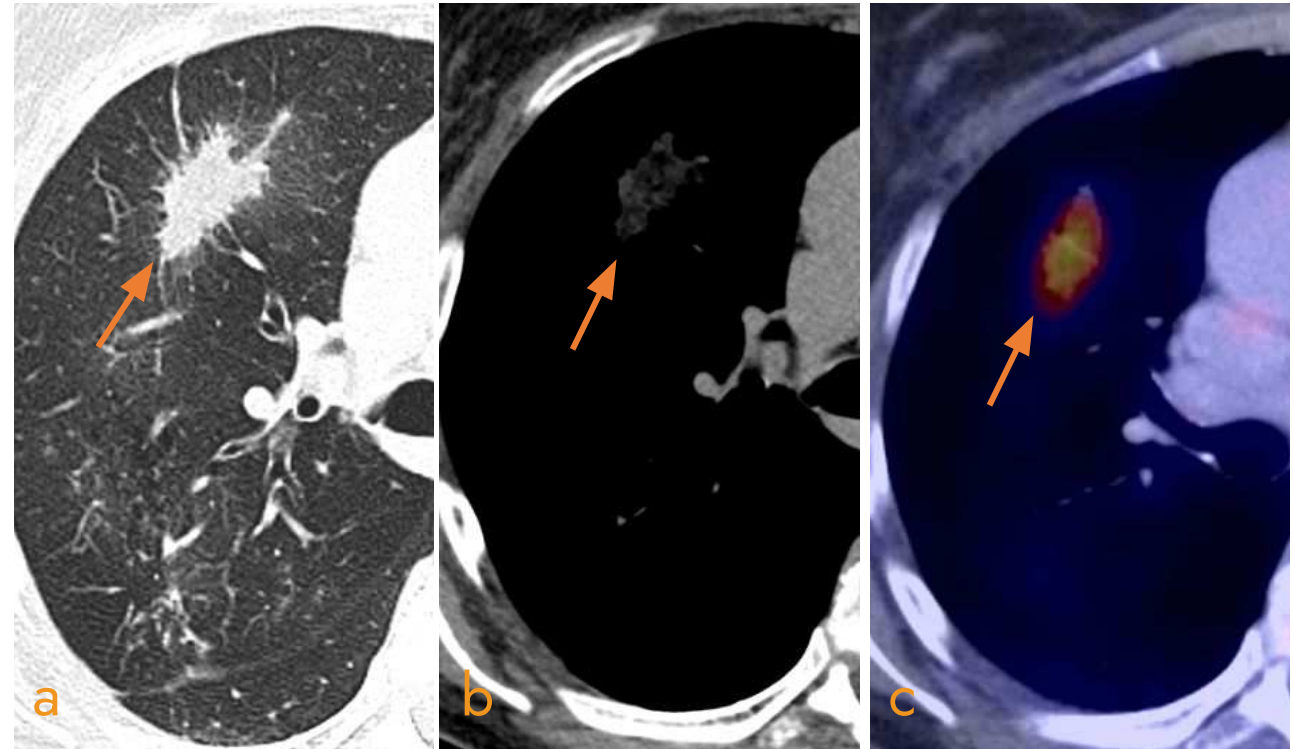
TC axial en a) ventana pulmonar; b) de partes blandas y c) imagen fusionada de PET-TC. Nódulo sólido con bordes espiculados en el lóbulo superior derecho, con densidad de atenuación grasa (< -30 UH) con comportamiento hipermetabólico.
